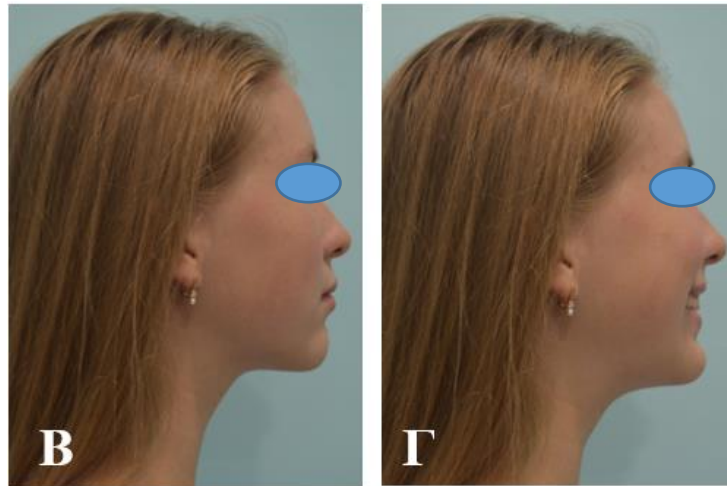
Клинический пример №2. Пациентка И., 12 лет, фотопротокол А – Лицевые признаки: сглаженность носогубных складок, сужение переносицы. Б– Сужение верхней челюсти, десневая улыбка, наклон окклюзионной плоскости ВЧ. В–Профиль прямой. Г– Ретрузия резцов ВЧ.
